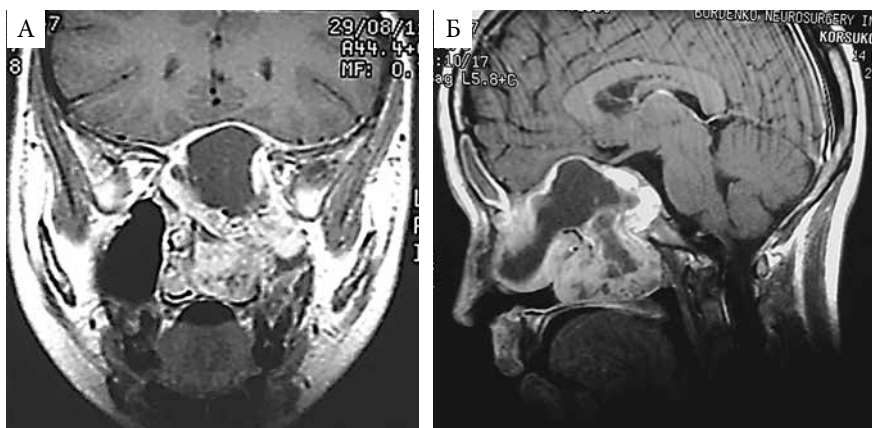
МРТ с контрастным усилением пациента К., 14 лет: коронарная (А) и сагитальная (Б) проекции, T1-взвешенный режим: опухоль располагается экстрадурально с гипоинтенсивным сигналом в центральной части и гиперинтенсивным – на периферии
